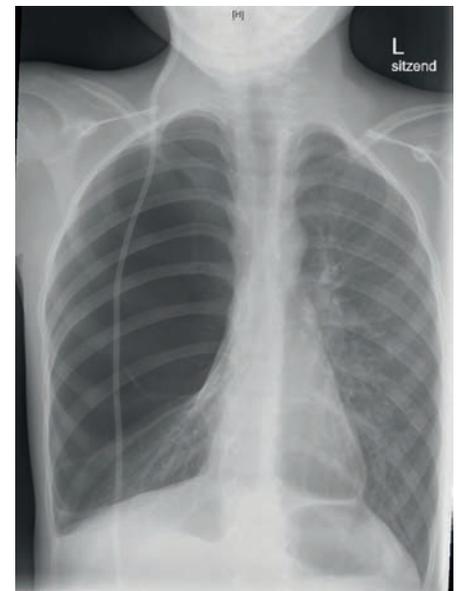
Bildgebung im Alter von 8 Jahren. Röntgen-Thorax, Befundauszug: „Ausgedehnte Hypertransparenz der rechten Lunge bei bekannten großen Bullae. Das verbliebene Lungenparenchym auf der rechten Seite wird komprimiert. Unveränderte Darstellung des oberen Mediastinums und der Herzsilhouette, kein Hinweis auf einen progredienten Mediastinalshift. Linke Lunge verlaufskonstant belüftet, hier keine zwischenzeitlich neu abgrenzbaren Transparenzminde- rungen.“
